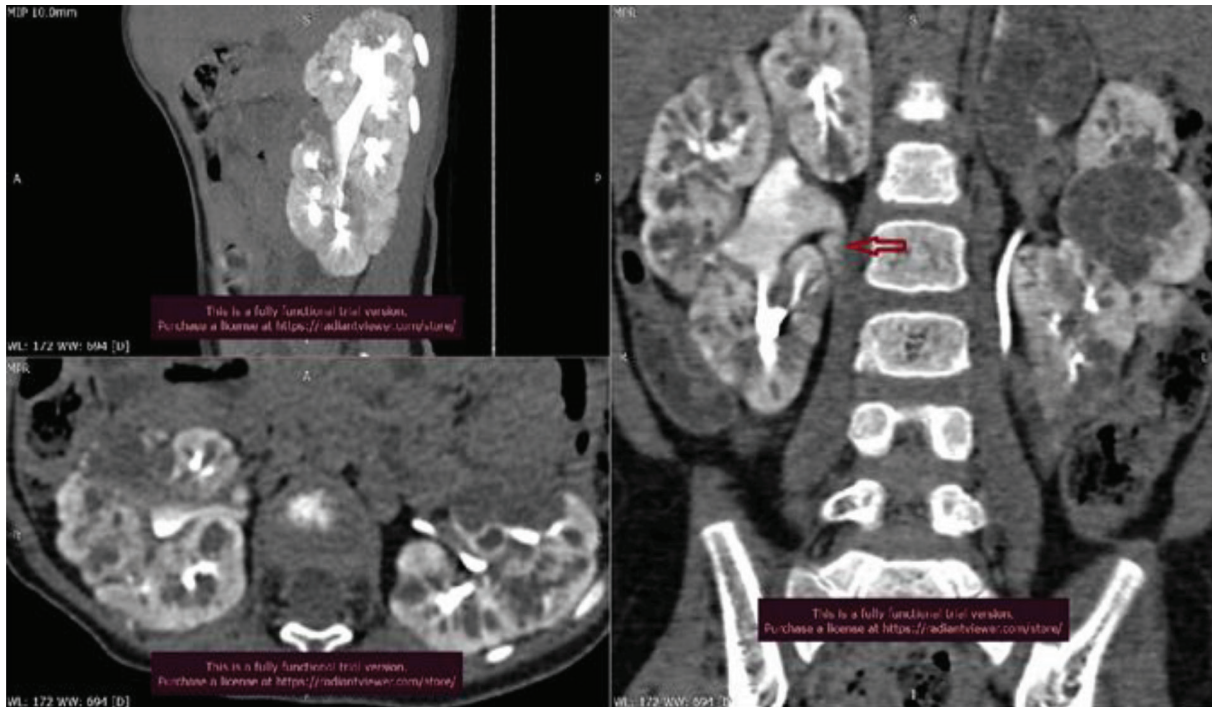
Дівчинка М., 2 роки. КТ. Мультипланарні реконструкції. Друга екскреторна фаза
